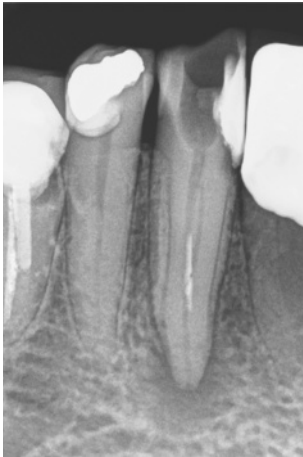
Auf der Röntgenausgangsaufnahme sind am Zahn 43 eine periapikale Aufhellung und ein intrakanalär kontrastgebendes Material zu erkennen. In der exzentrischen Projektion lassen sich zwei Wurzelkanäle mit einem Instrumentenfragment vermuten
